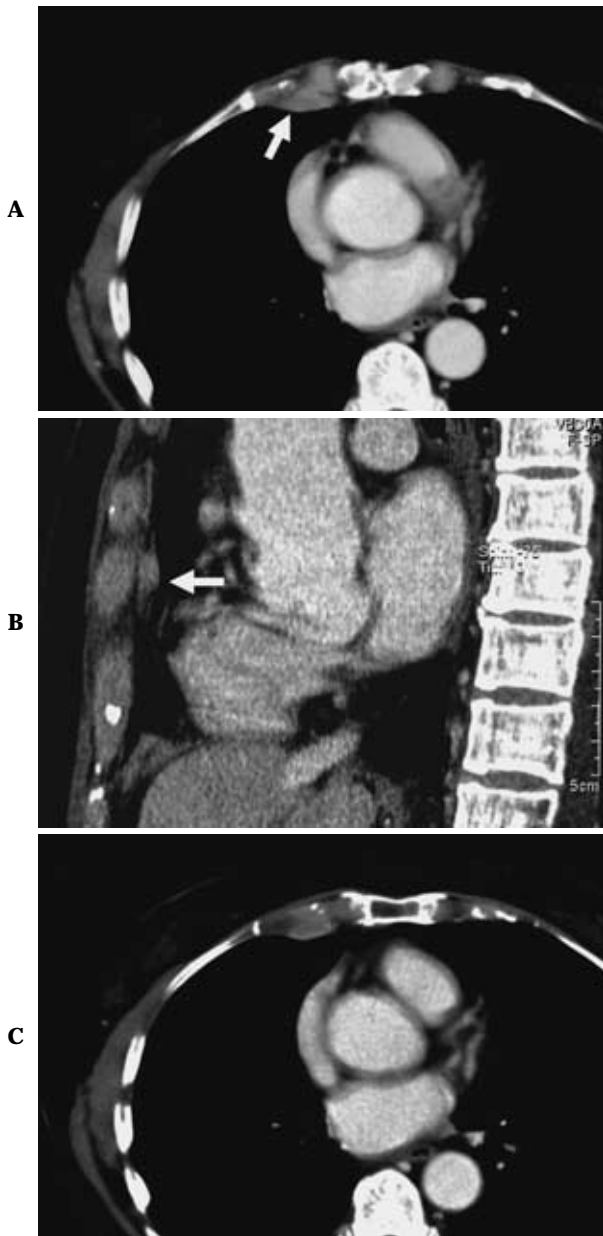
Transverse (A) and sagittal (B) contrast-enhanced chest computed tomography images obtained after positron emission tomography. A tumor masked by the parietal pleura is visible behind the fifth costal cartilage(arrow). The tumor assumes a disc-like form(2.5 cm in transverse diameter, 1.8 cm in vertical diameter, and 0.8 cm in thickness). Slight contrast enhancement is seen within the tumor. Transverse (C) enhanced helical chest computed tomography image obtained 3 months before positron emission tomography. The pleura is slightly thickened, but it is difficult to ascertain whether a tumor is present.
